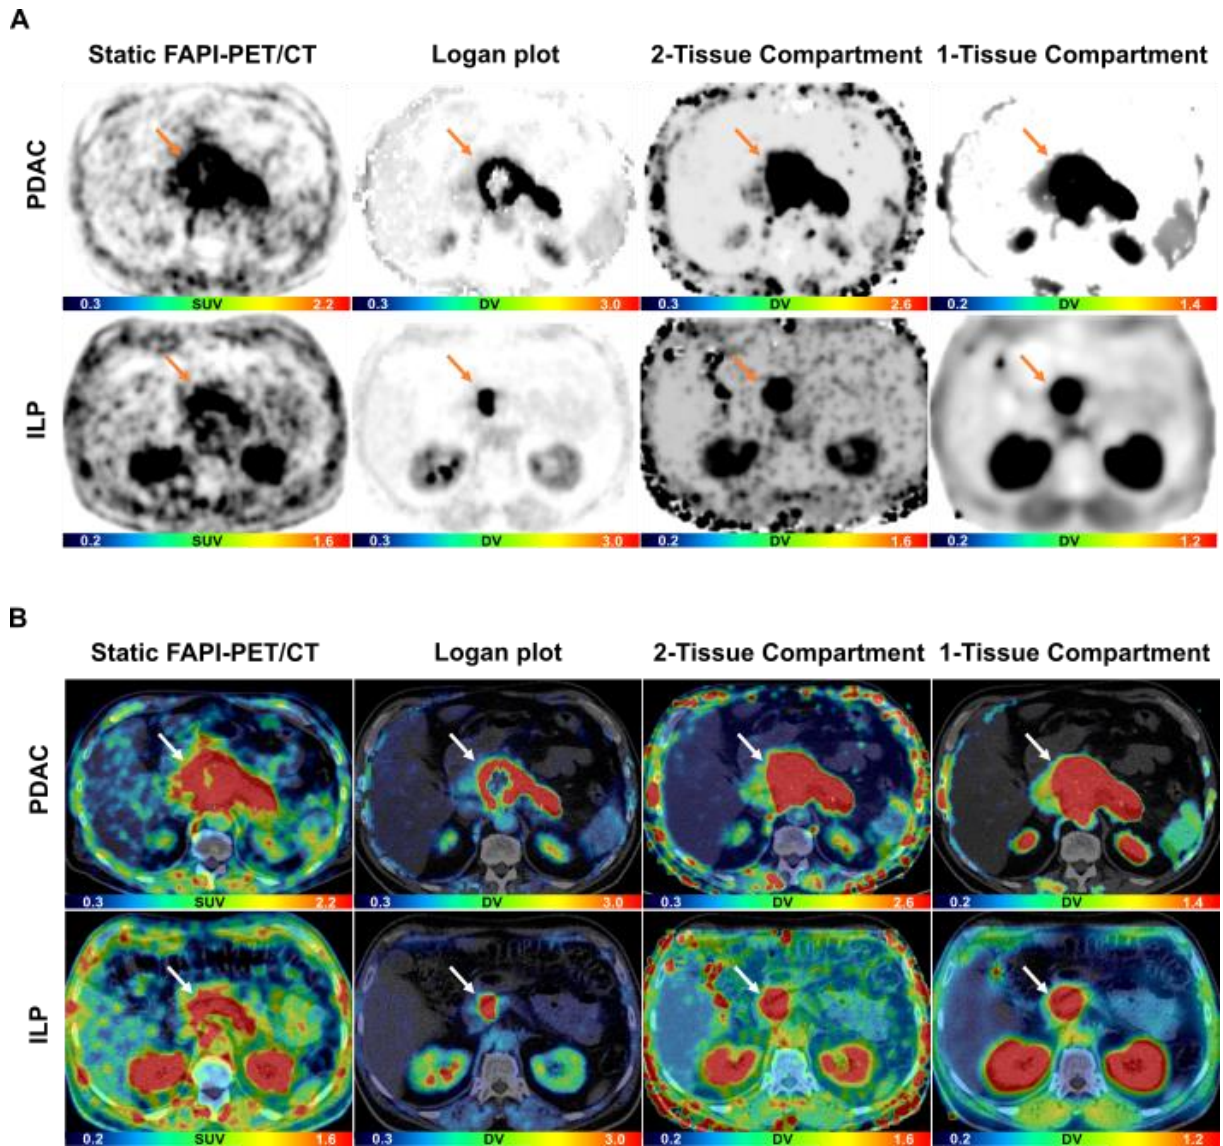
Repräsentative statische und parametrische Bildgebungsdaten mit ^{68}Ga -FAPI-46-PET/CT eines Patienten mit PDAC und eines Patienten mit ILP.
